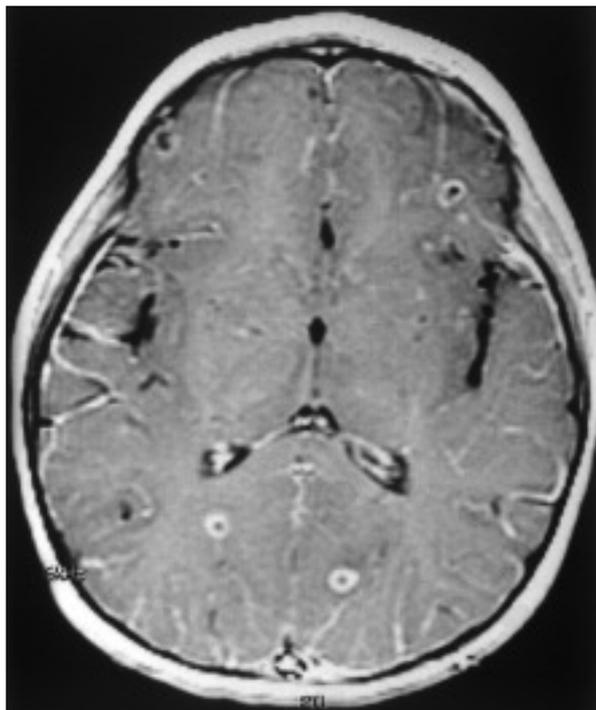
RM (T1): lesiones quísticas parenquimatosas corticales y subcorticales.
